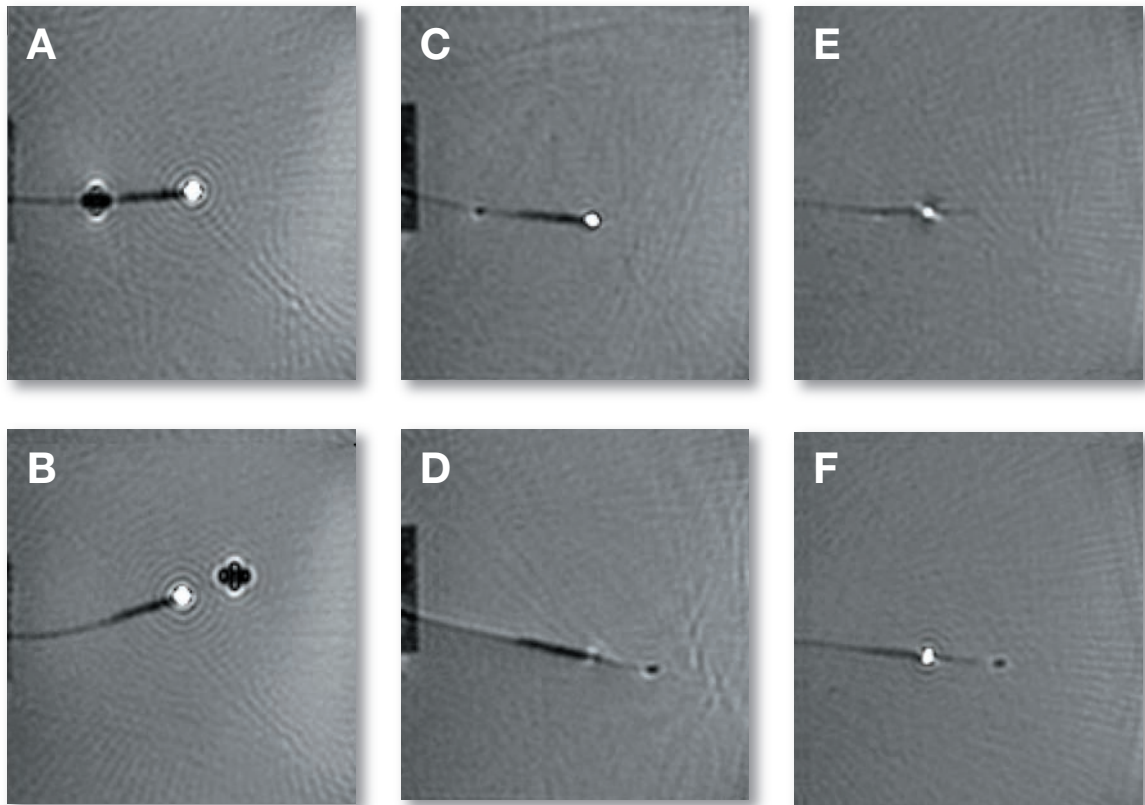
In A und B wird ein Nylonführungsdraht durch einen Resonanzkreis vorgeschoben, der ohne jeglichen Draht abgestimmt wurde. Die Spitze des Drahtes ist mit einem kugelförmigen Dysprosiummarker dargestellt. In B sieht man den Resonanzkreis mit durchgeschobenem Draht ohne Signalverlust. Im Gegensatz dazu sieht man in C einen Nitinolführungsdraht den gleichen Resonanzkreis erreichen. Nach Durchtritt durch den Marker sieht man einen starken Signalverlust (D). In E sieht man einen Resonanzkreis, der mit Nitinolführungsdraht abgestimmt wurde und der mit durchgeschobenem Draht (F) im Gegensatz zu D ein starkes Signal bietet.
